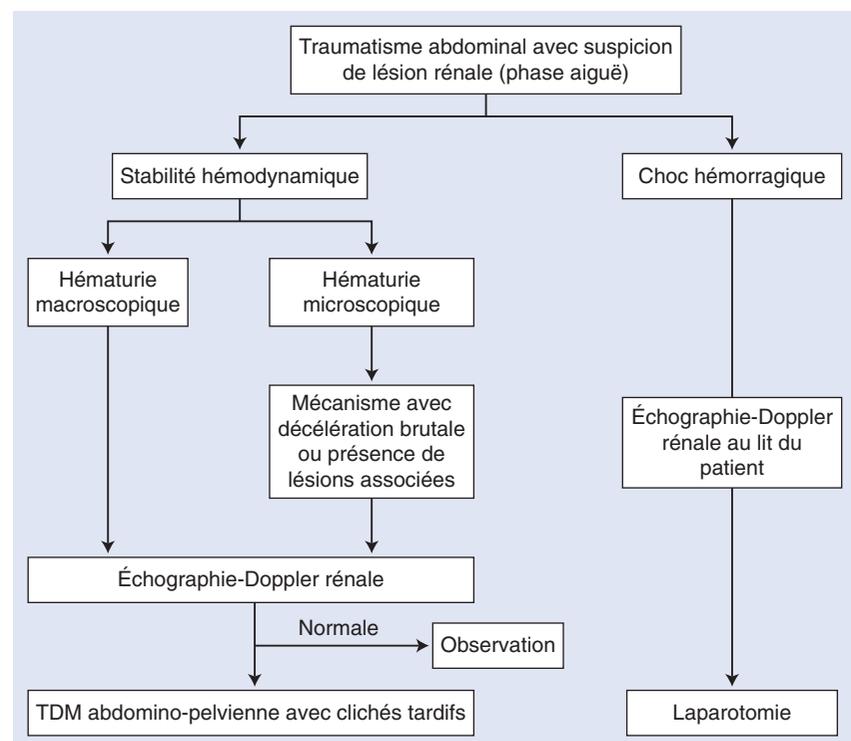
Arbre décisionnel. Prise en charge d'un traumatisme abdominal avec suspicion d'atteinte rénale (en phase aiguë). TDM : tomodensitométrie.
